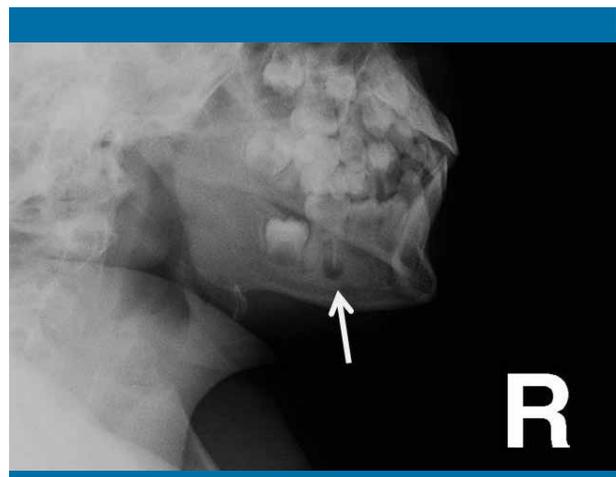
Caso 4: lesión radiolúcida periapical en el primer molar inferior derecho definitivo. Fue el caso con una estancia hospitalaria más larga
